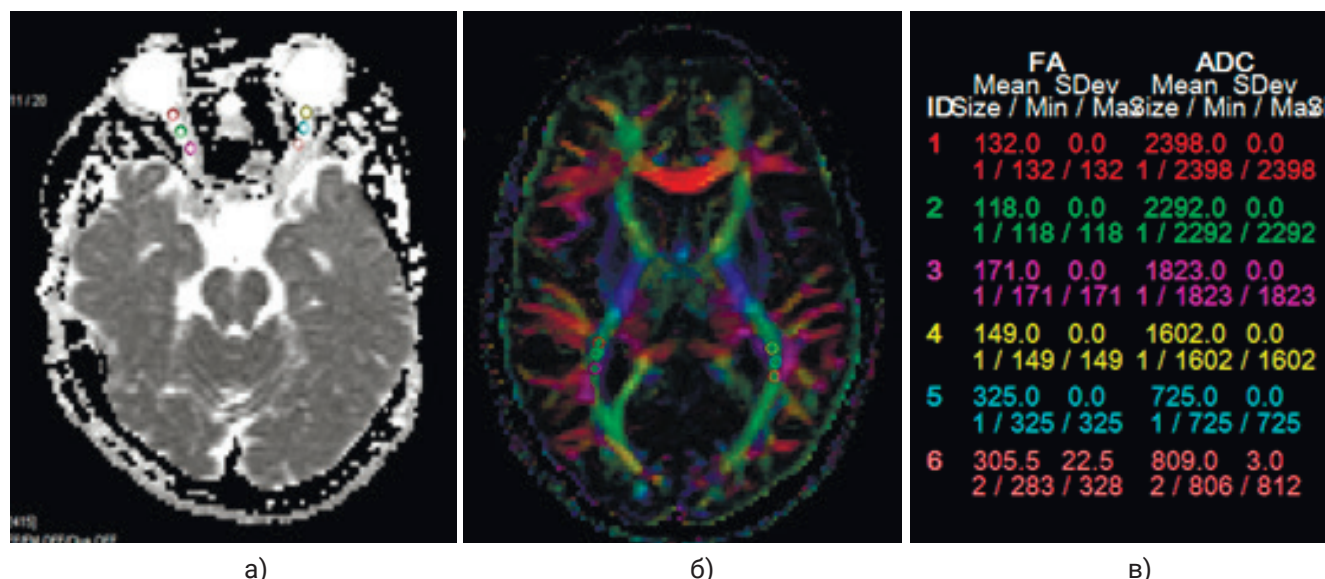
МР-трактография больного Я.А. а) на ФА – карте в области зрительного нерва измеряются количественные показатели; б) цветная карта – область интереса зрительная лучистость; в) количественные показатели – FA – фракционная анизотропия; ADC – измеряемый коэффициент диффузии.
